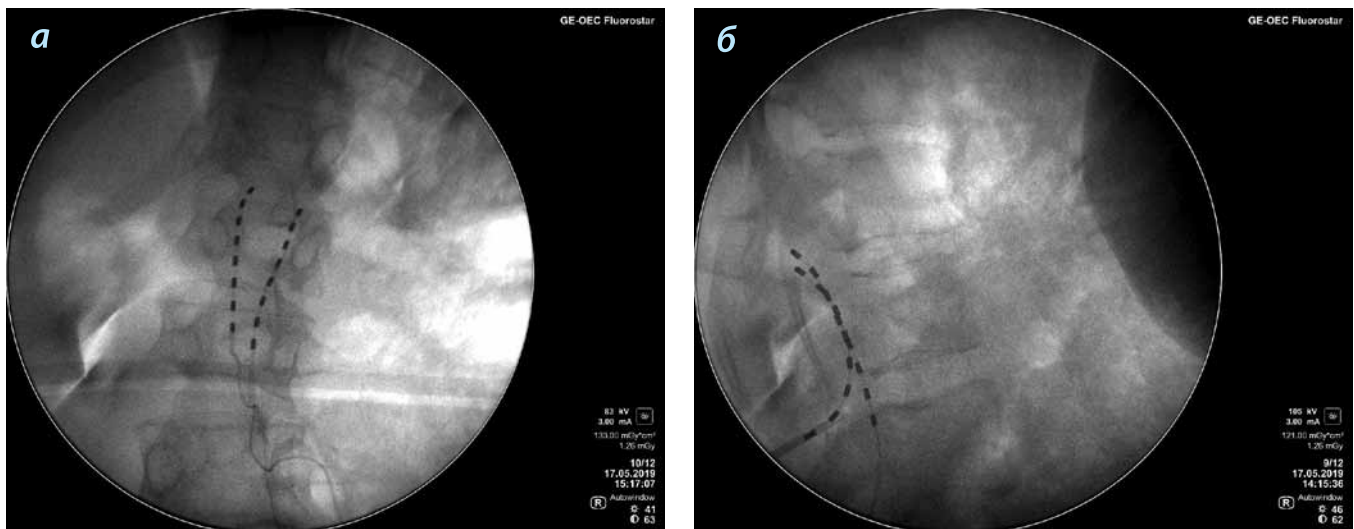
Рентгенограммы поясничного отдела спинного мозга, выполненные в момент имплантации тестовых электродов к передним корешкам sacralных сегментов спинного мозга пациентке В.: а – задняя проекция, б – боковая проекция
